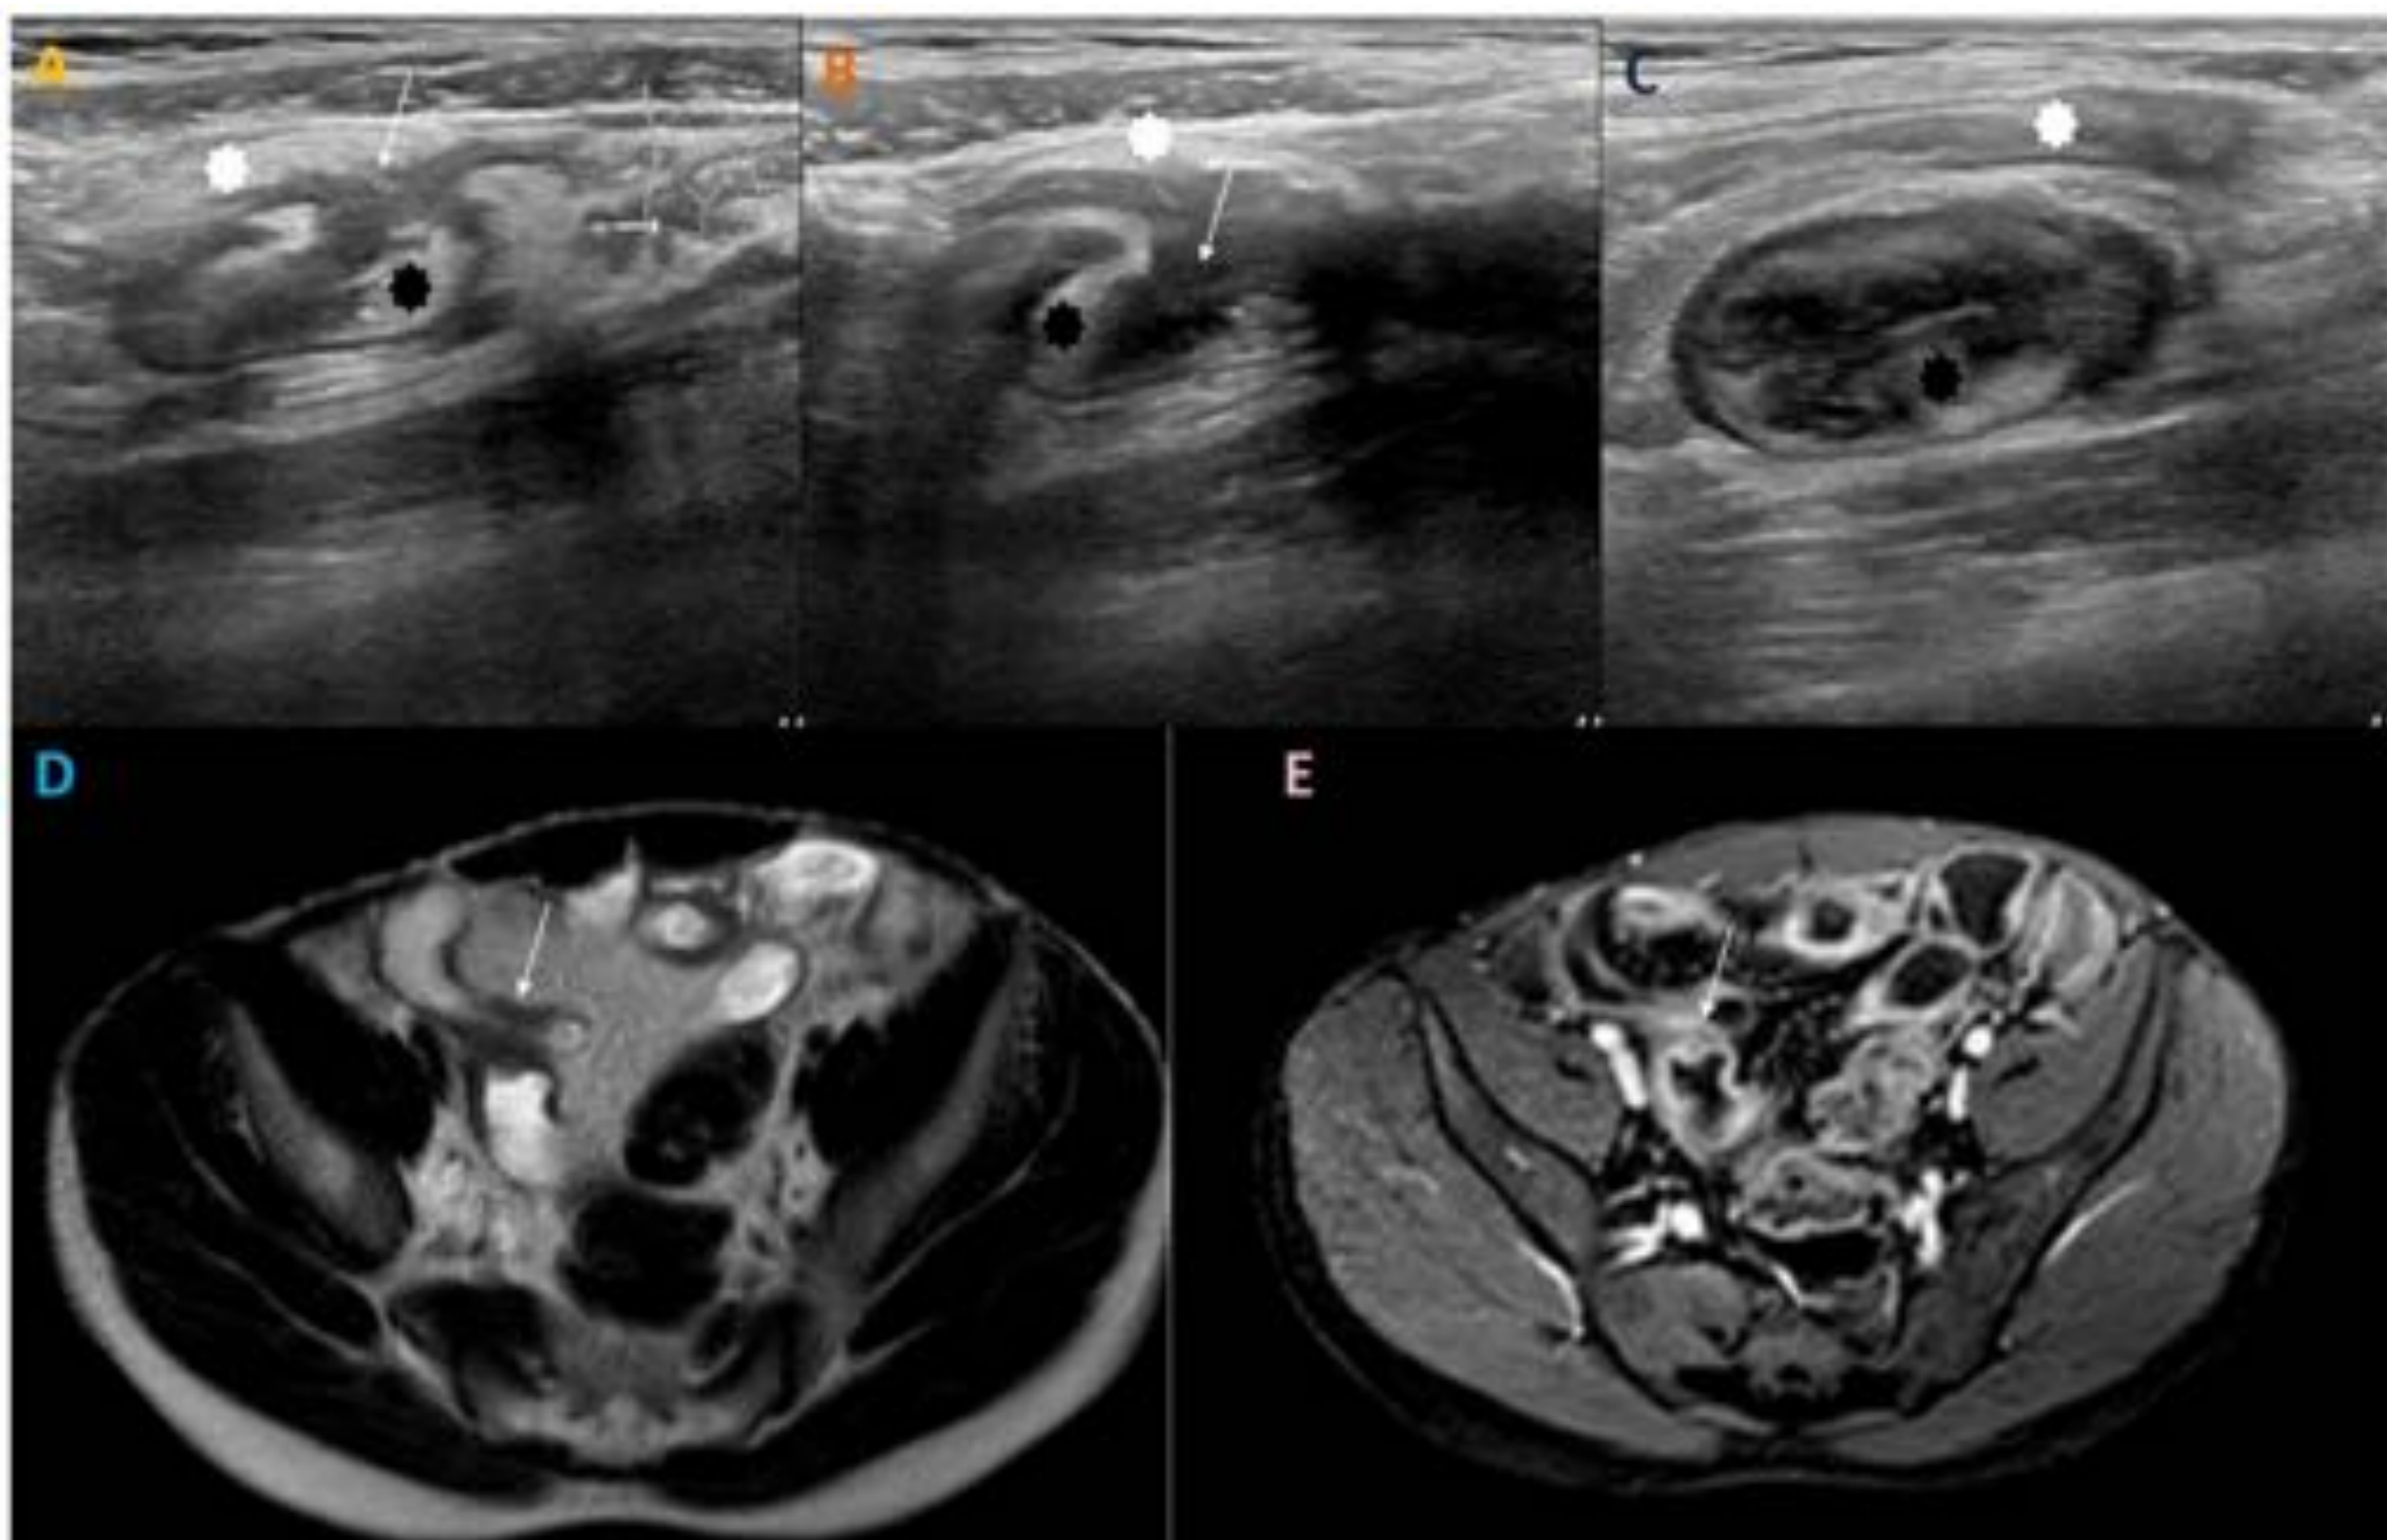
Fistula ileo-ileal: *Correlación entre ecografía-doppler (A-C) y enteroRM (D,E) en la detección de una fístula ileo-ileal. Nótese la comunicación (flechas blancas en A y B) entre una de las asas, más superficial (* blanca), y otra más profunda (* negra). Existe un engrosamiento parietal patológico en todas las imágenes, y un aumento de la captación mural en D.*
